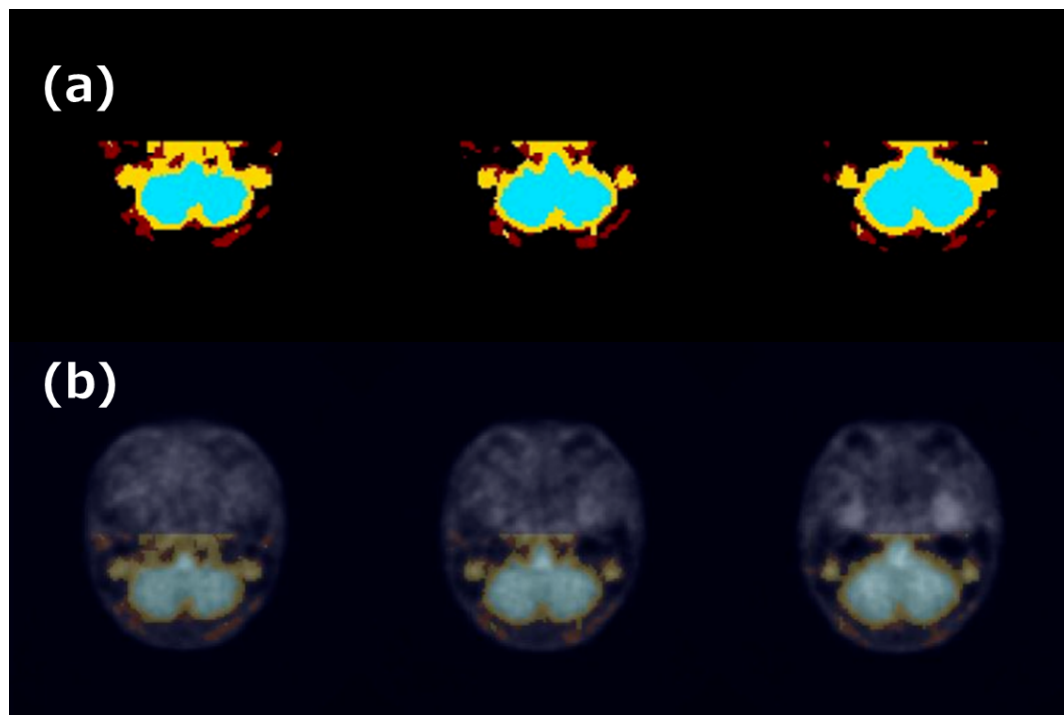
ガウス混合モデルによるクラスタリングの前処理として tTAC の AUC から特定された小脳及び周辺領域を PET 画像に重ねた結果。入力に与えた全てのスライスで小脳領域が含まれている。しかし、小脳周辺の外側の領域が含まれていることから、さらにガウス混合モデルを用いた tTAC の波形に基づいた処理を行う。[11, Fig. 2]
